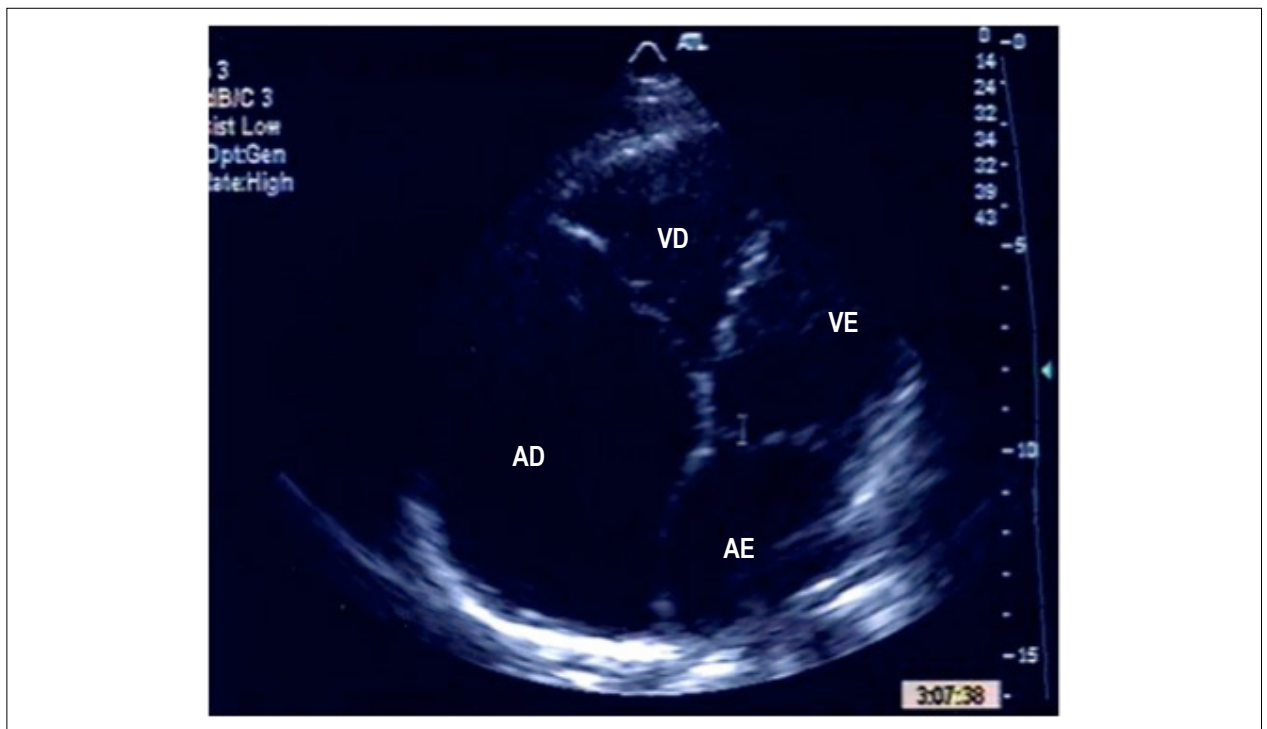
Ecocardiograma transtorácico (ETT) evidenciando dilatação importante do átrio direito. VD: ventrículo direito; VE: ventrículo esquerdo; AD: átrio direito; AE: átrio esquerdo.
